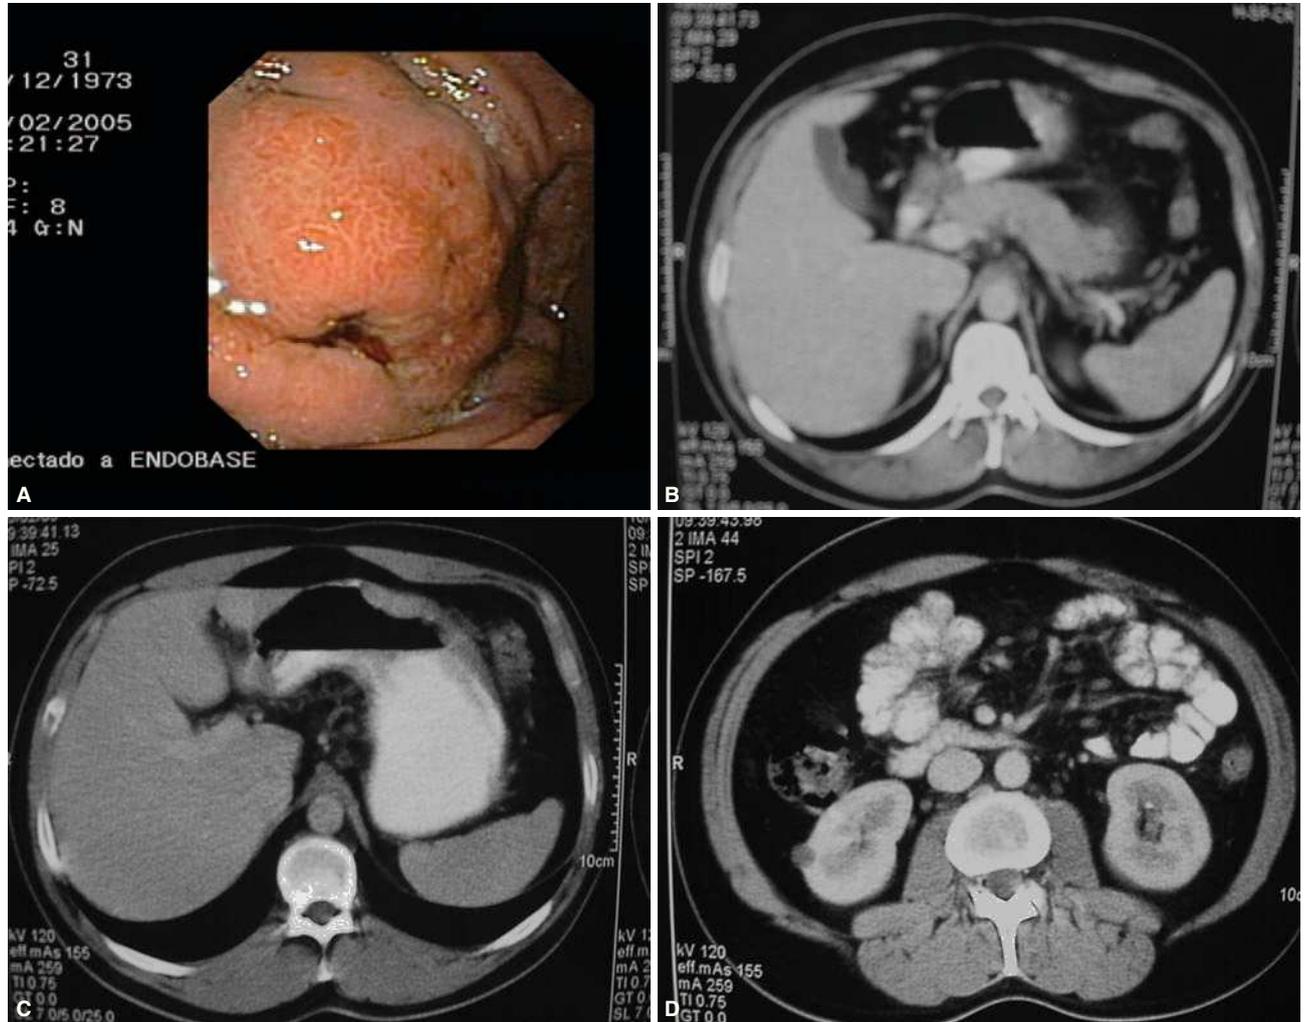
Fotografía endoscópica donde se observa una zona sobrelevada y la presencia de varias ulceraciones (A). En las imágenes de la tomografía computarizada abdominal se muestran las zonas de engrosamiento por infiltración de la curvatura mayor (B y C) y adenopatías en la zona preantral, el tronco celiaco y la grasa mesentérica (D).
